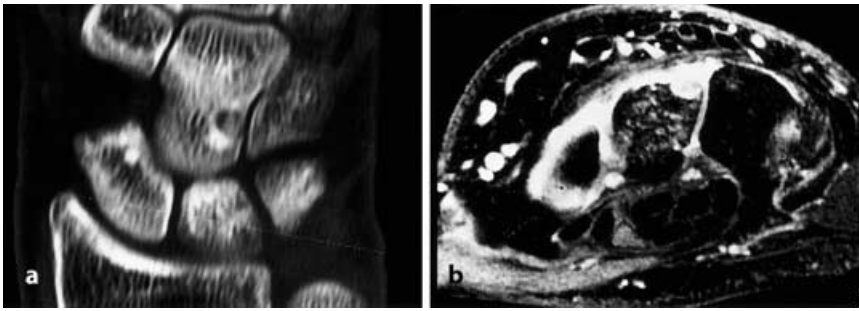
b ▲ Subperiostal gelegenes Osteoidosteom des Os capitatum. a Die koronare CT-Schicht zeigt den partiell verkalkten Nidus und eine nur geringe periphere Sklerose. b Das axiale T2-gewichtete MR-Bild mit Fettsuppression zeigt den dorsal subperiostal gelegenen Nidus im Os capitatum sowie eine deutliche synovitische Flüssigkeitsvermehrung interkarpal
